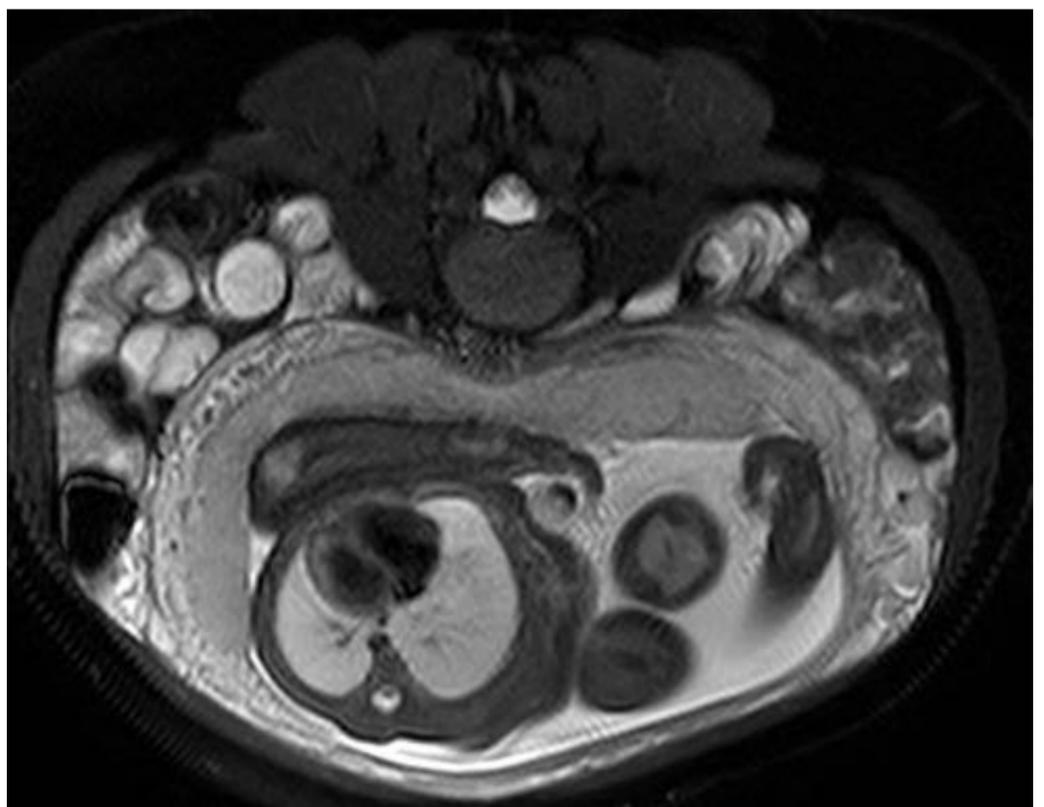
Es fundamental visualizar todo lo que entre del campo de estudio, aunque en principio la RM sea fetal cerebral, si las imágenes son óptimas, se debe evaluar todo (en la imagen vemos un corte axial que incluye pulmones, corazón, médula espinal fetal). Es muy importante insistir en la importancia de valorar todo, especialmente porque las anomalías cerebrales pueden presentar anomalías en columna o en cualquier parte del tórax o abdomen.
